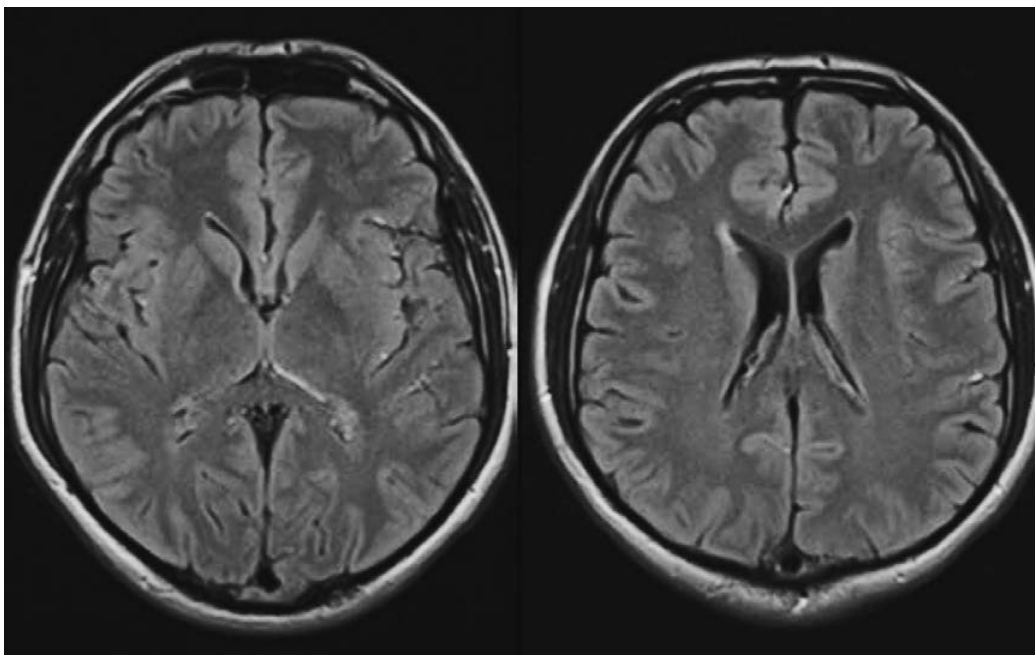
IRM cérébrale, séquenceT2 FLAIR (coupes axiales): gouttelettes lipidiques, en hypersignal, dans les espaces sousarachnoïdiens et les ventricules secondaires à la rupture du kyste dermoïde [79].
